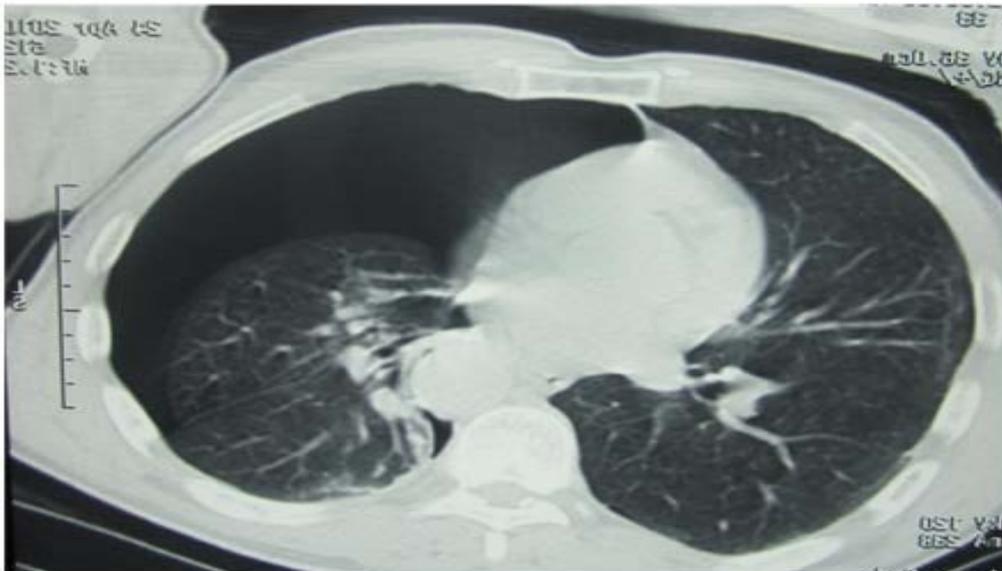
TDM thoracique montrant un pneumothorax droit.
